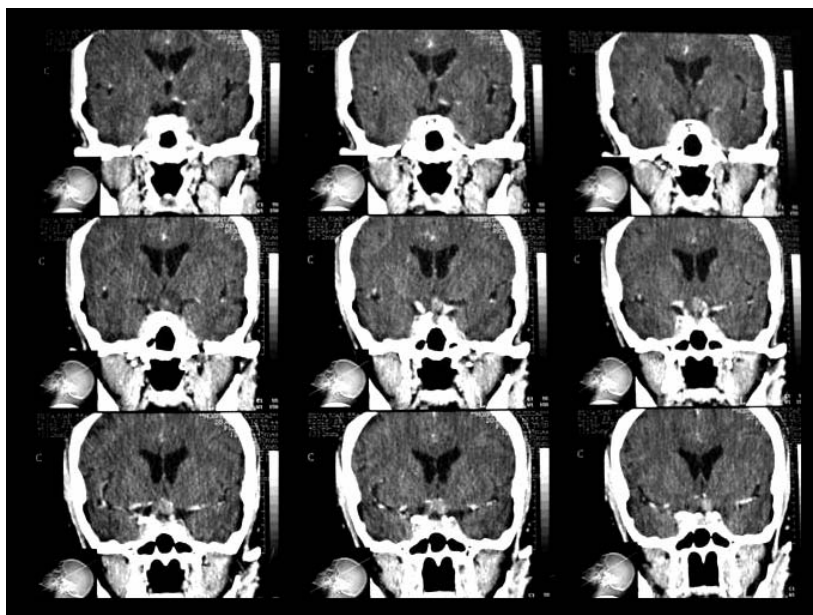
TAC de encéfalo, con contraste, reconstrucción coronal. Se observa engrosamiento del quiasma y nervio óptico a predominio en el lado izquierdo.
